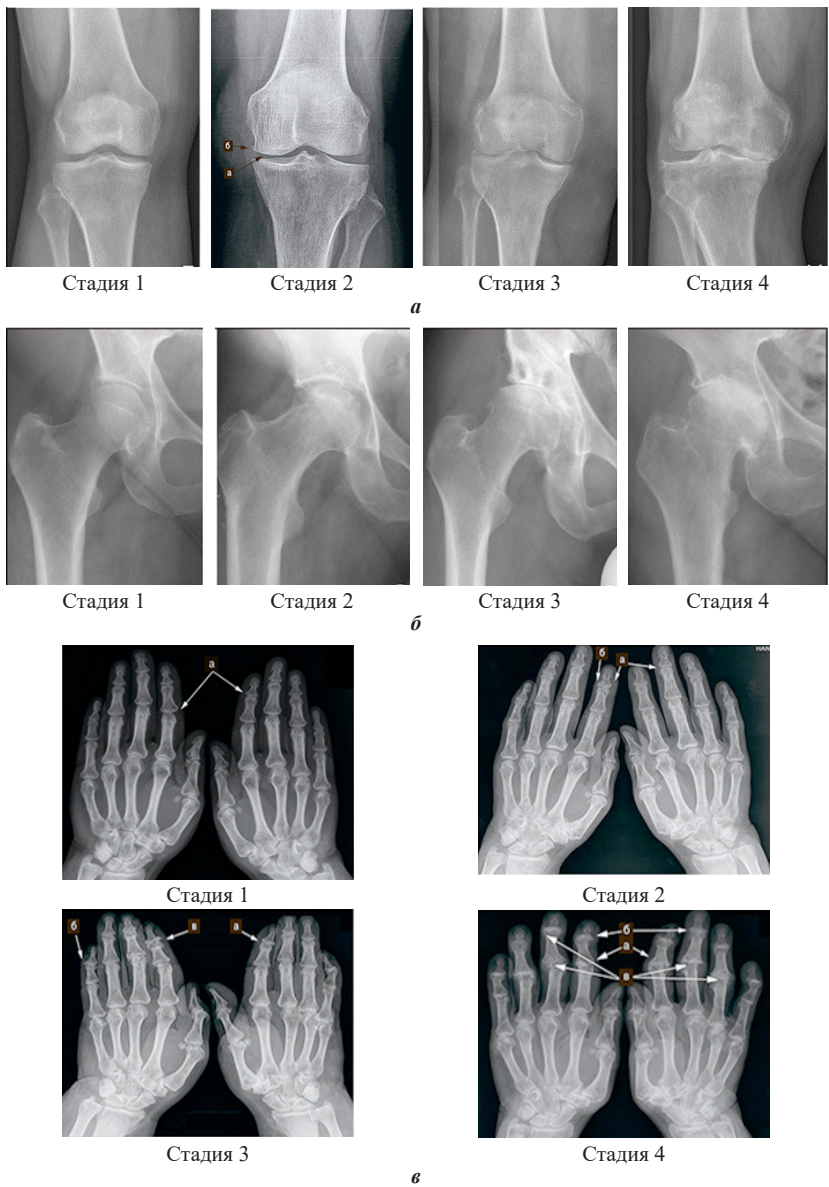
Рентгенологические стадии остеоартрита (некоторые рентгенограммы заимствованы):
